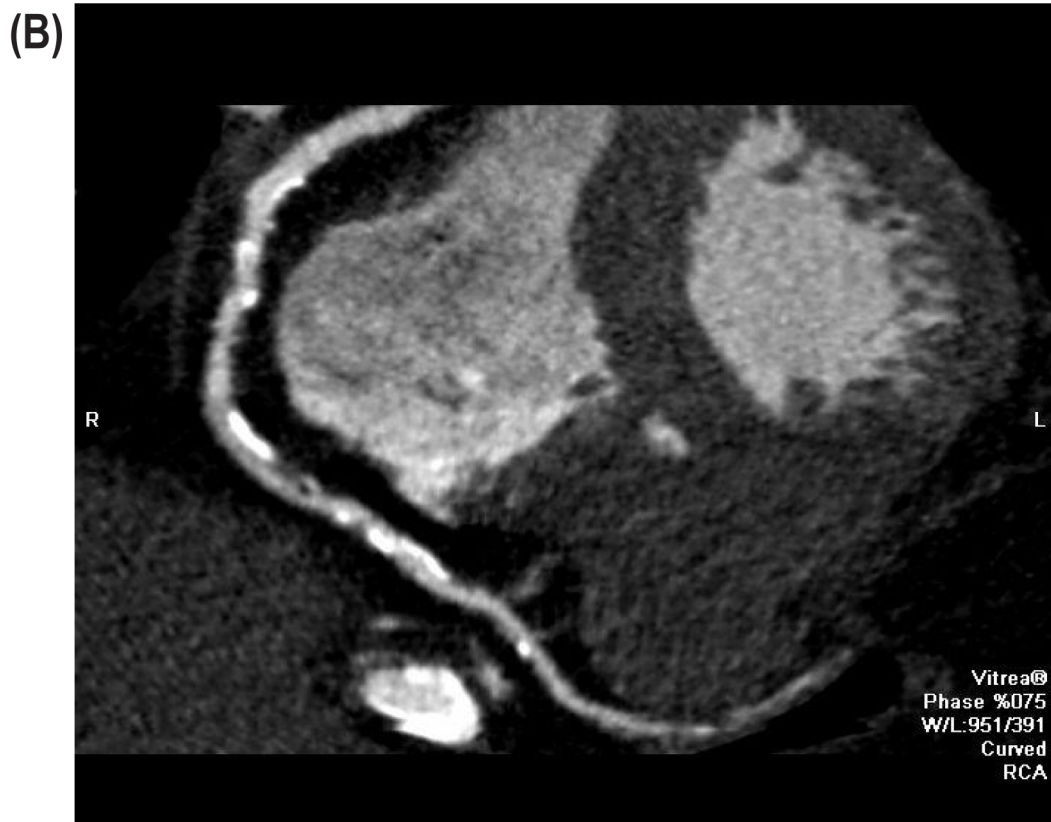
Tomografia coronariana com reconstrução multiplanar mostrando artéria coronária direita normal (A) e com placas ateromatosas extensas (B); CD: coronária direita
